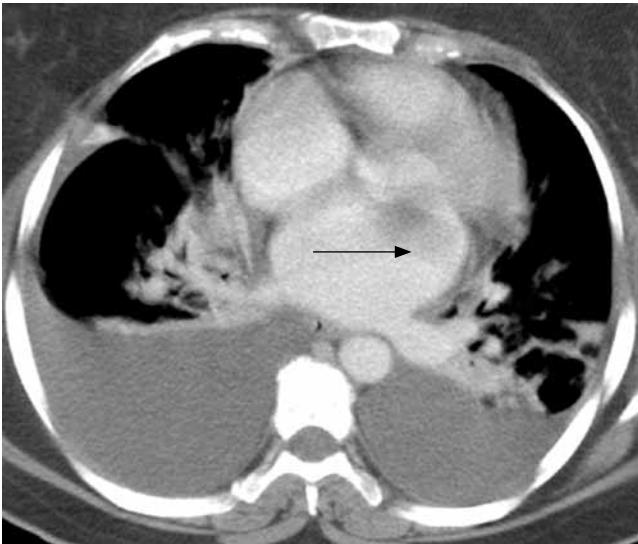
Tomografía de tórax muestra consolidación parahiliar, congestión pulmonar y derrame pleural bilateral. Existe aumento de tamaño de la aurícula izquierda con imagen hipodensa en su interior (flecha negra).
